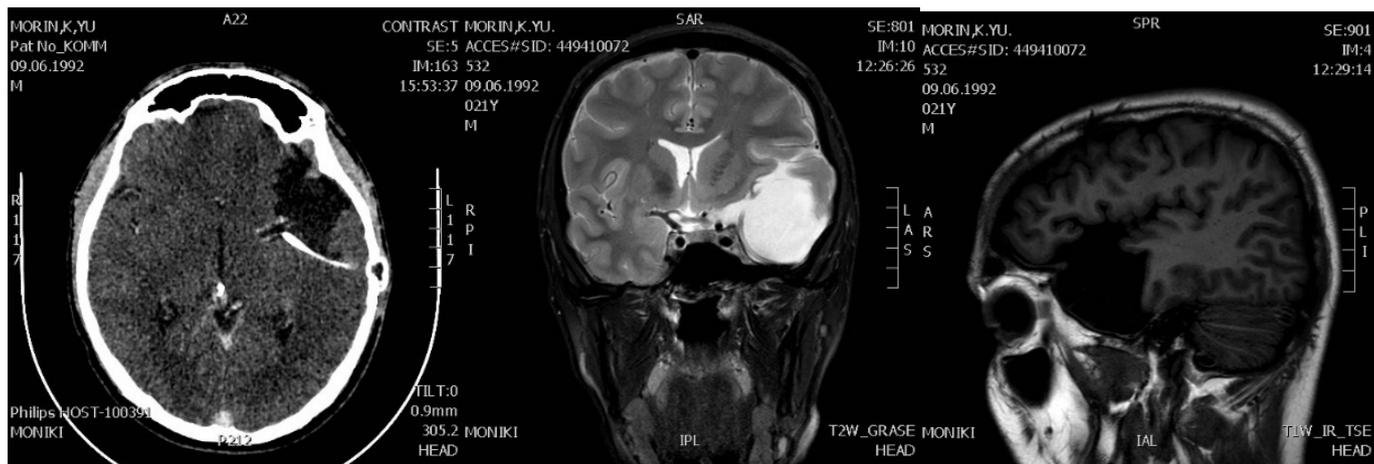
КТ-исследование до операции. Послеоперационное МРТ исследование.
